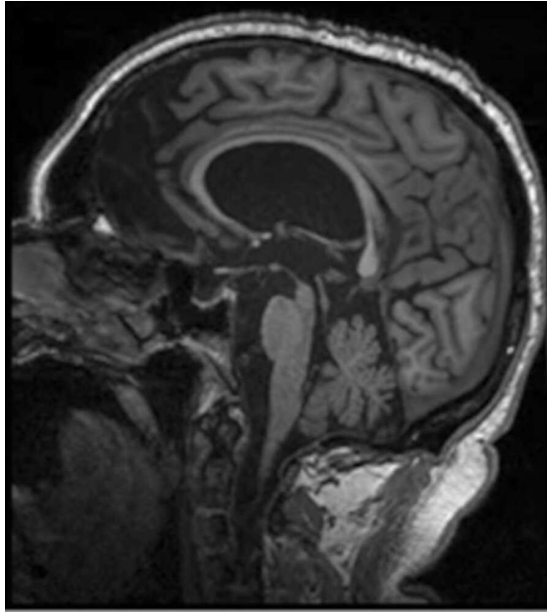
„Kolibri-Zeichen“ bei PSP, nach Patro et al. (3). MRT des Kopfes (nativ, T1-Wichtung, sagittaler Schnitt). Deutliche Atrophie des Mesencephalon mit Ausprägung des sogenannten „Kolibri-Zeichens“. Des Weiteren sichtbar ist die Pons sowie die Medulla oblongata. Das Vorhandensein dieses bildmorphologischen Zeichens ist typisch bei Patient*innen mit PSP.
